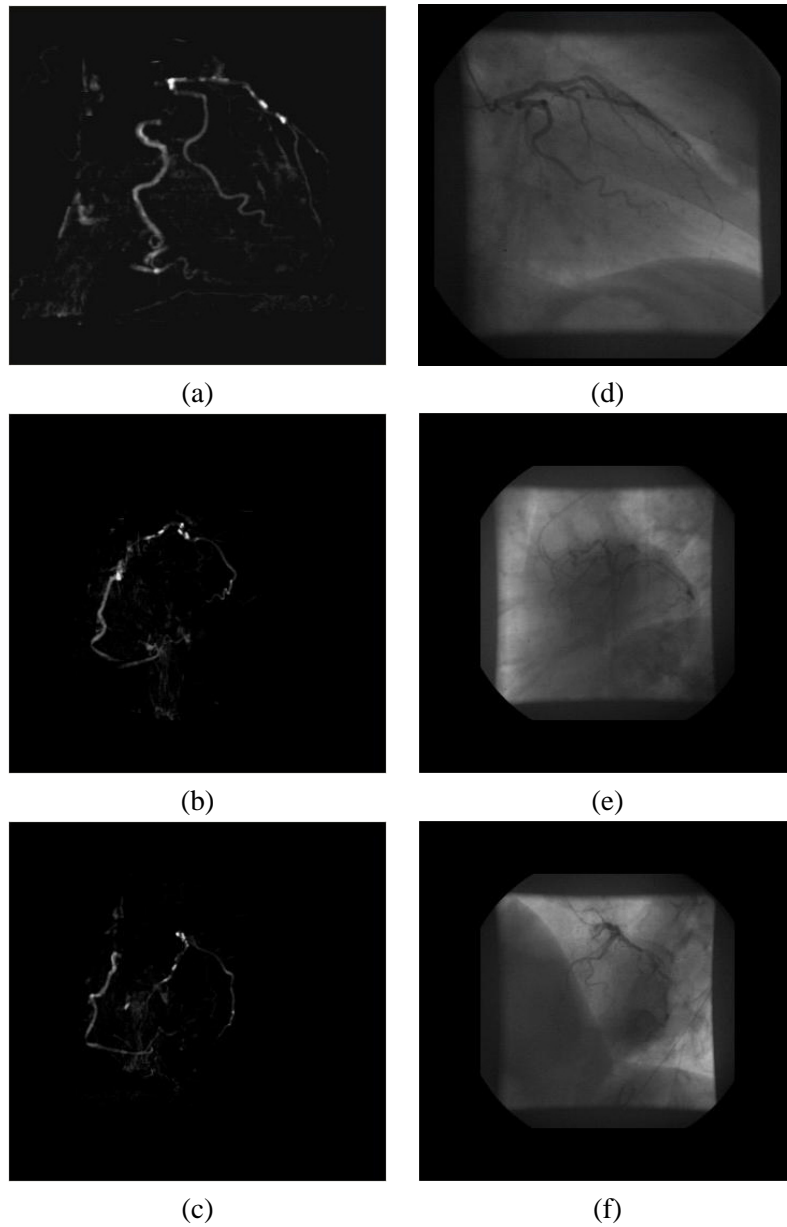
Automatische Erzeugung der DRRs aus dem CT-Datensatz CT1.mhd (a) – (c) generierte DRRs (d) – (f) entsprechend Angiogramme anhand deren die Projektionsparameter bestimmt wurden.
